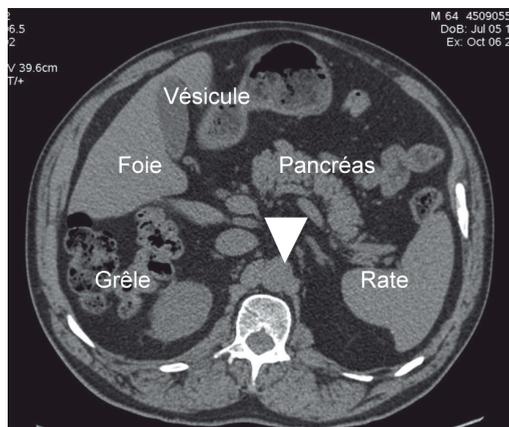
TDM abdomino-pelvienne en coupe axiale, non injectée : l'aorte (tête de flèche) est isodense aux muscles.
